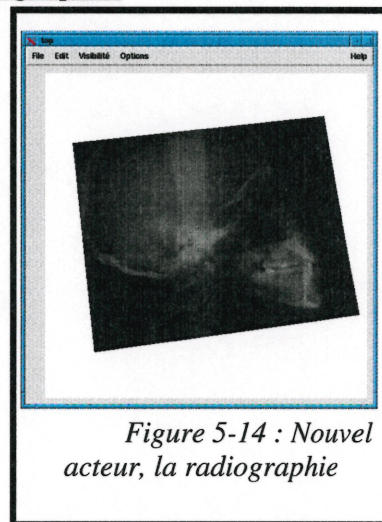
Nouvel acteur, la radiographie
